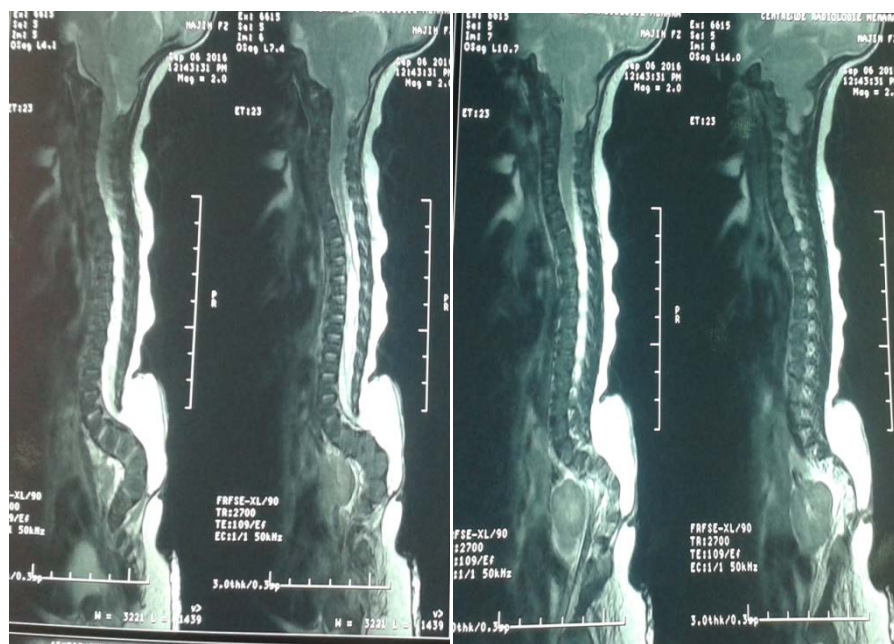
Coupe sagittale en séquence T2 d'une IRM médullaire montrant une descente des amygdales cérébelleuses comblant le trou occipital et arrivant en regard du corps de C2, associée à une cavité syringomyélique étendue entre D4 et D11 et myéломéningocèle lombo-sacrée.
